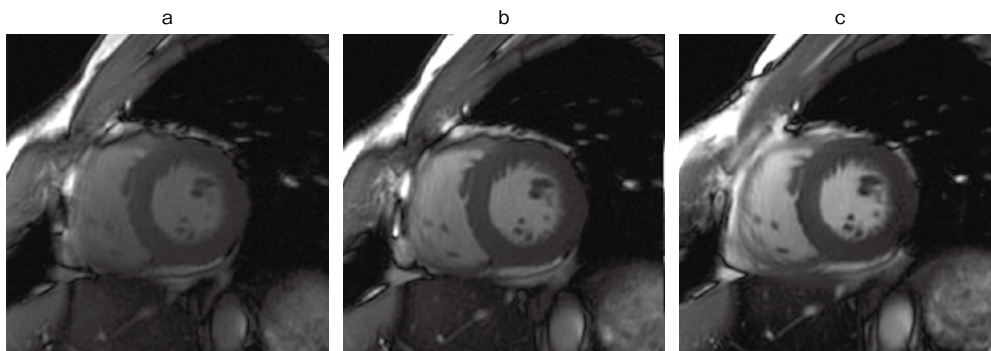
シネMRI (3T FIESTA, TR/TE = 3.5/1.5 ms)
